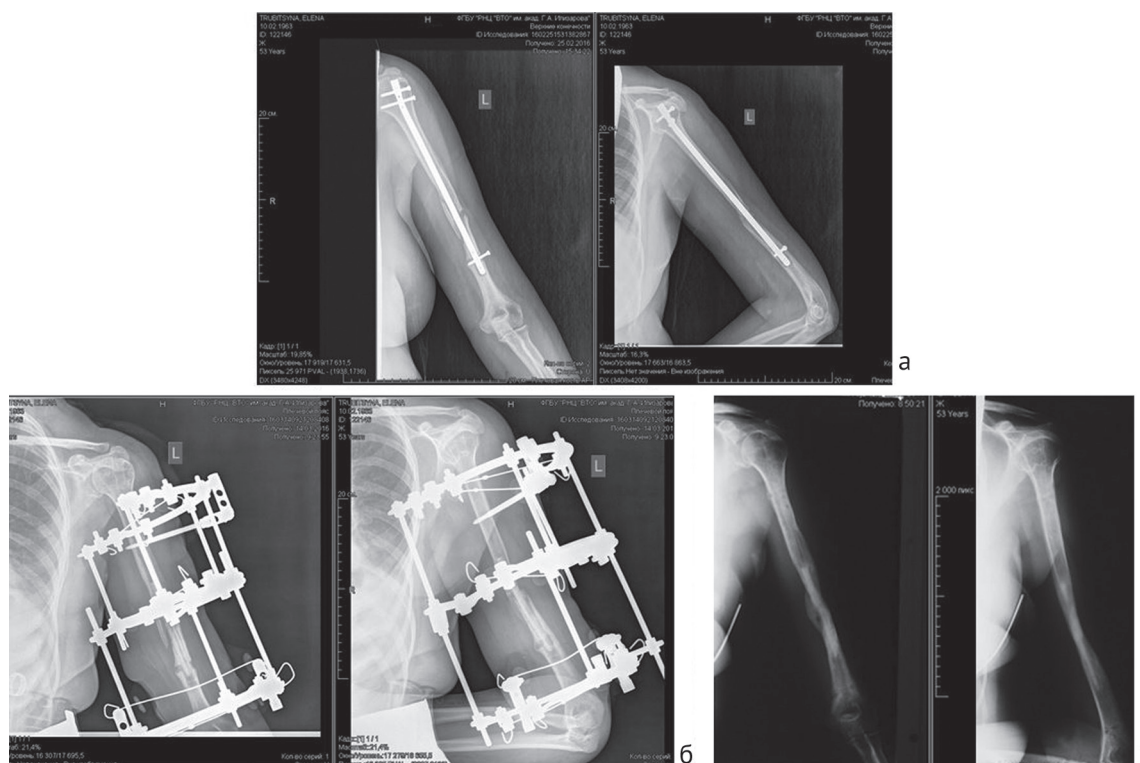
Рентгенограммы плеча пациентки Т.: а – до лечения; б – в ходе лечения; в – через три месяца после лечения
